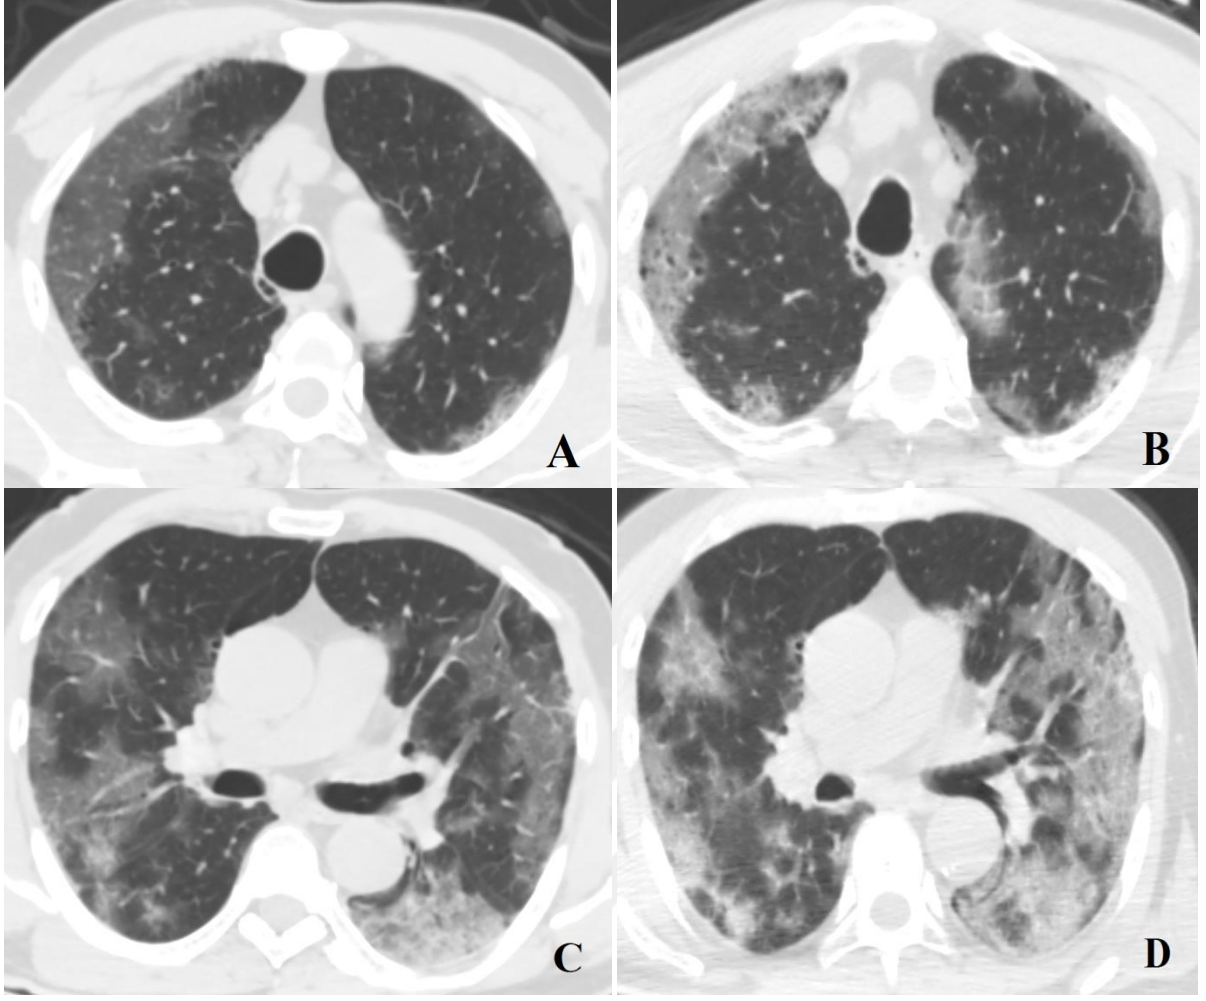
Aksiyel toraks BT görüntülerinde COVID-19 tanılı hastalarda sık izlenen işaretler-1; kaldırım taşı paterni (A), vasküler genişleme (B), bronşial dilatasyon (C), ters halo işareti (D) (oklar).
